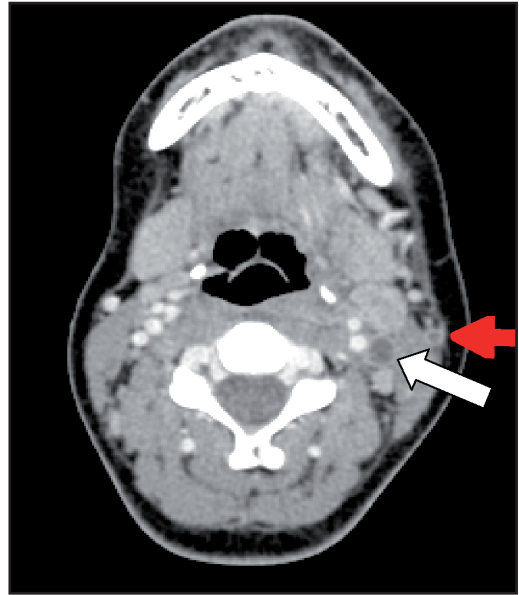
TC de cuello con contraste. La flecha grande muestra la trombosis de la vena yugular interna. La flecha delgada muestra la trombosis de una vena cervical superficial.
